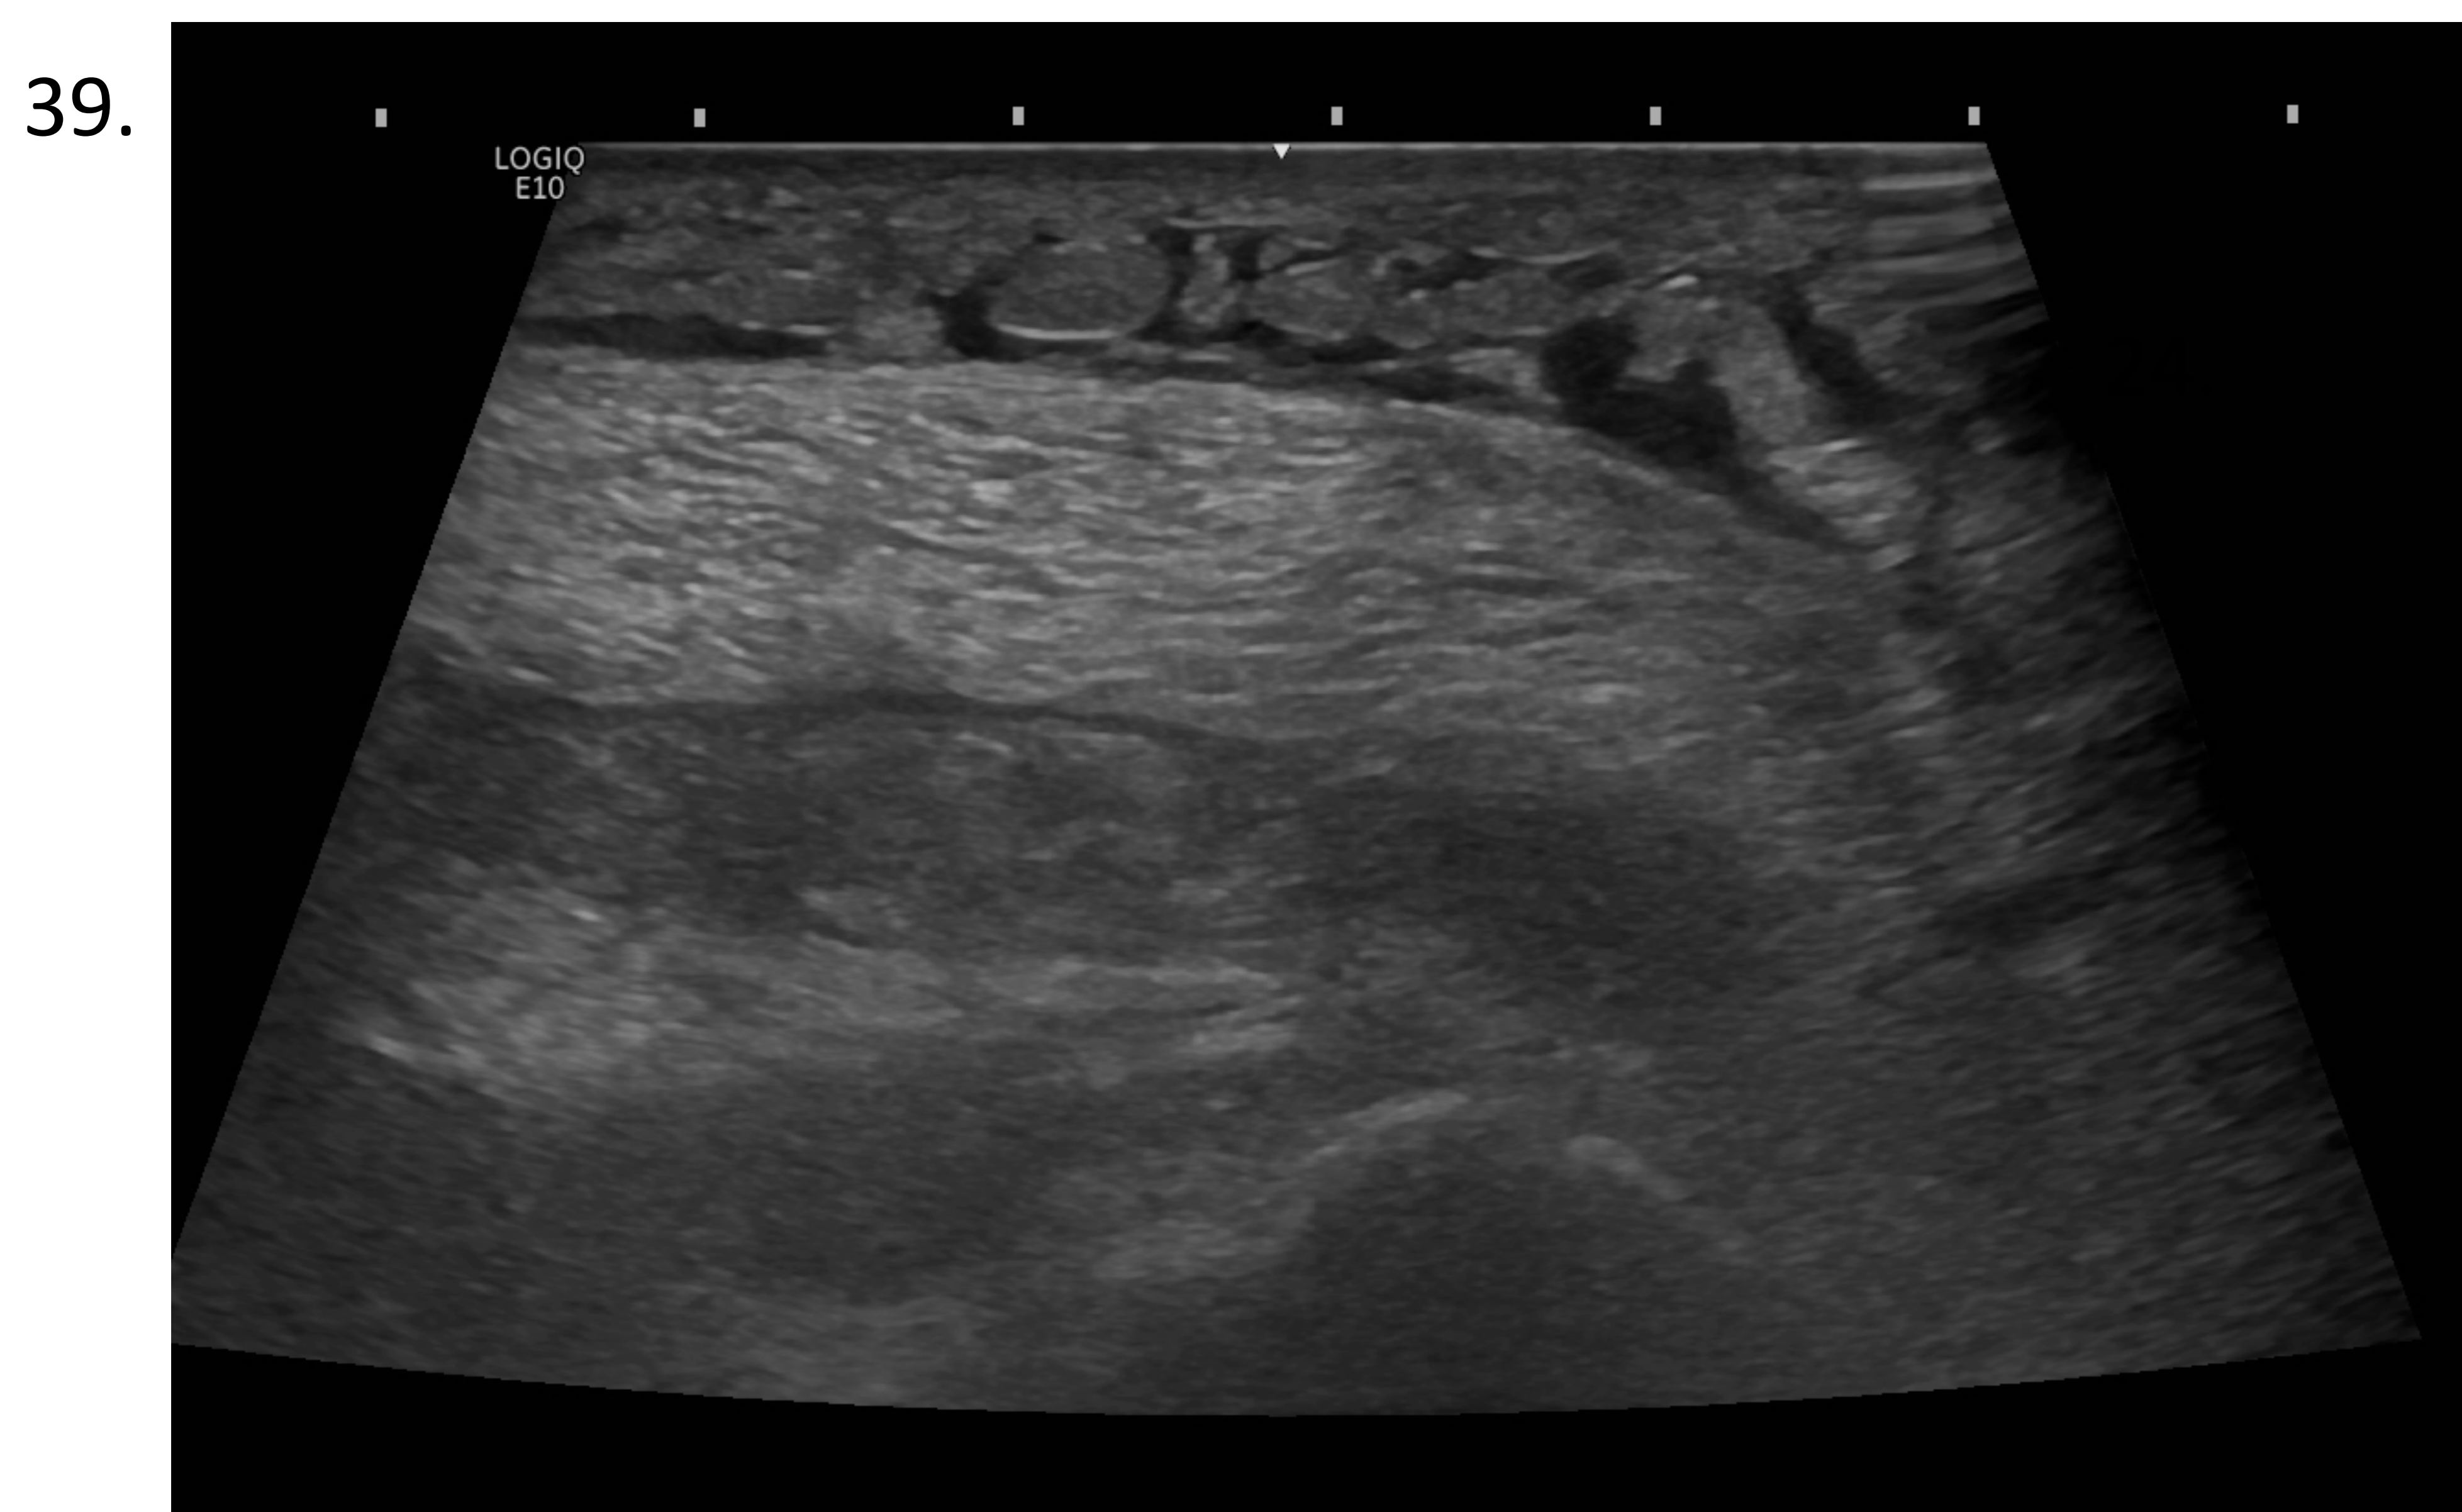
En la ecografía se aprecia un aumento de la ecogenicidad y grosor del tejido celular subcutáneo de ambas extremidades inferiores, con áreas hipoeoicas en relación con lengüetas de líquido. Hallazgos sugestivos de edema del tejido celular subcutáneo.
